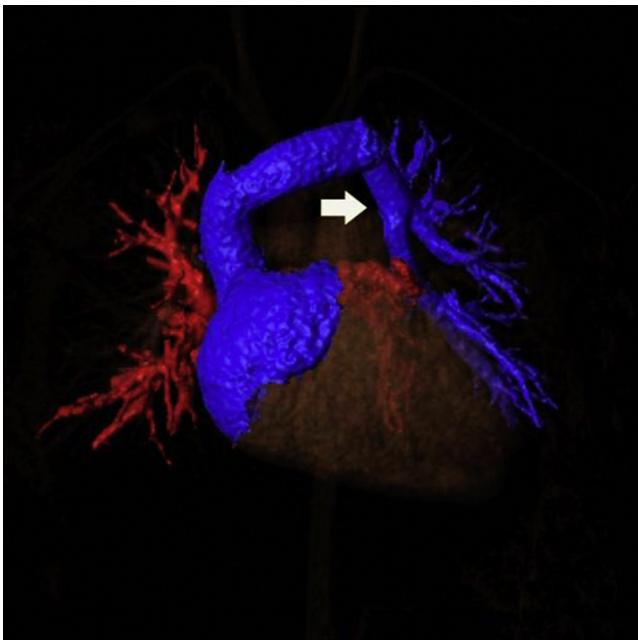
Reconstrucción de resonancia magnética. Se observa el drenaje venoso pulmonar anómalo llegando a una vena vertical (flecha blanca) que desemboca en la vena innominada.
